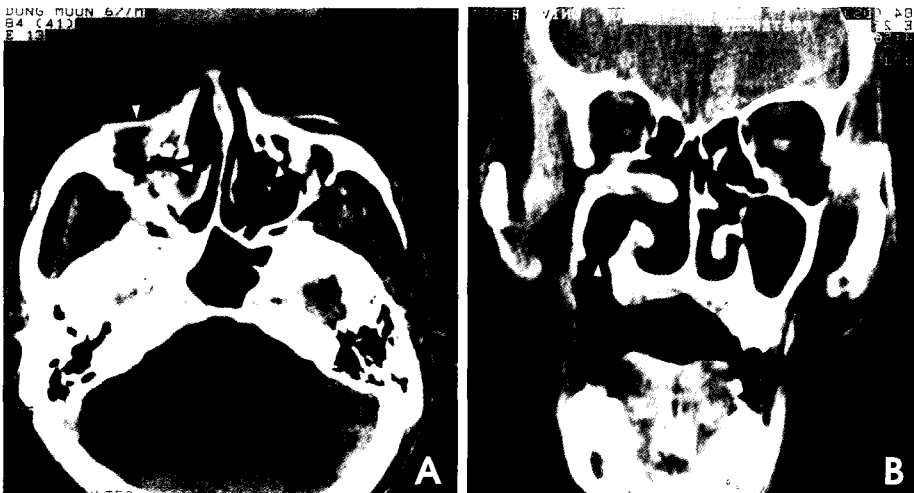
A. Axial CT view shows irregular bone destruction of the anterior and medial wall on the right maxillary sinus and mucosal thickening of the right maxillary sinus. B. Coronal CT view shows oro-antral fistula on the right upper posterior region.
